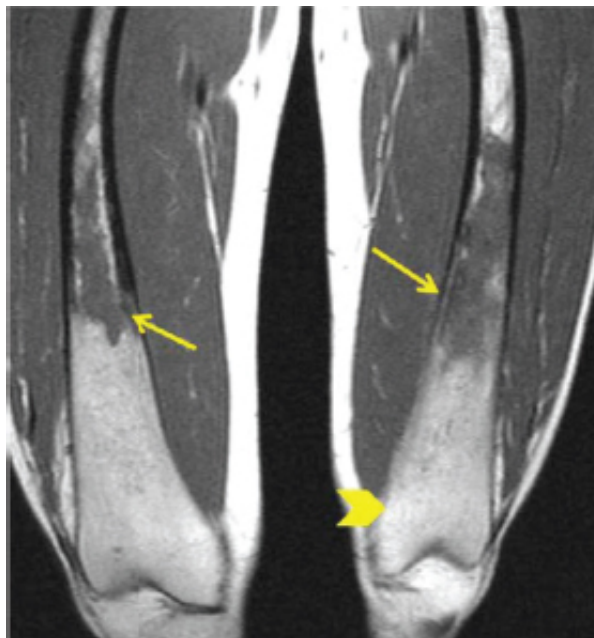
Doença de Gaucher. Ressonância magnética de coxa mostrando alteração do sinal da medula óssea (*setas*) e alargamento das epífises femorais (*ponta de seta*). Aspecto em fraco de Erlenmeyer.
